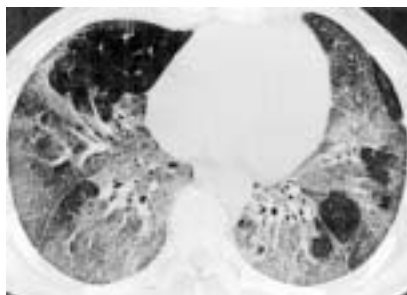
КТ легких больной с ОИП: распространенные изменения по типу «матового стекла» и консолидации, утолщение междольковых перегородок, тракционные бронхоэктазы, уменьшение объема нижних долей легких.
